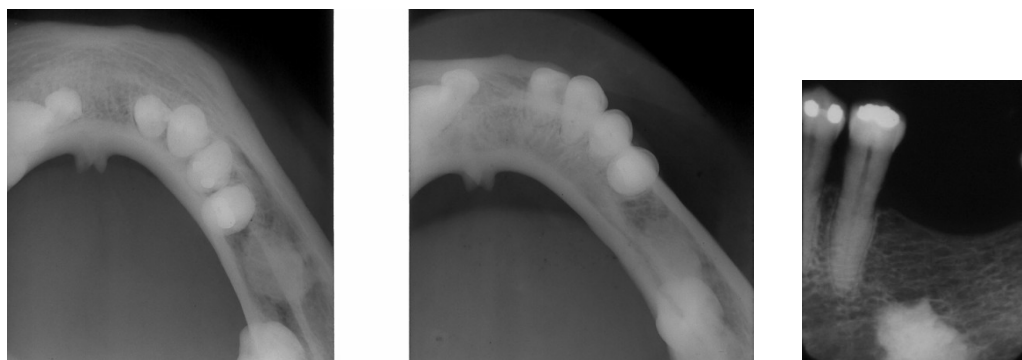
caso diagnostico pelos critérios Três e Quatro (imagem radiopaca localizada na região do 36, nas vistas oclusais, periapical e panorâmica).
